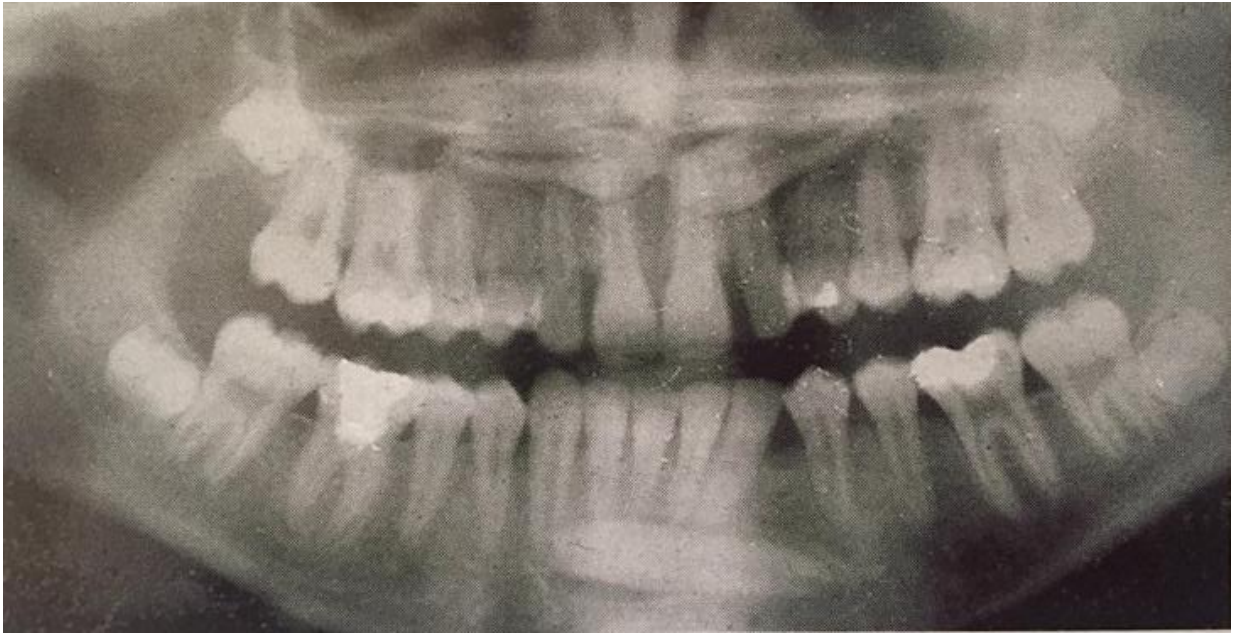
Fuente: Whaites, Eric, 2008. Radiografía panorámica.(61)
